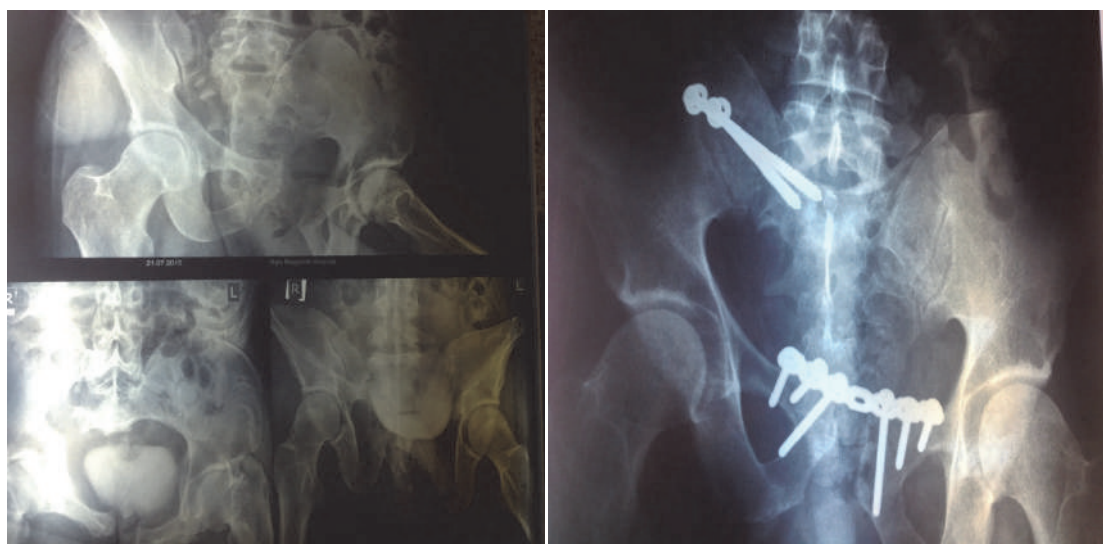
Фотокопії рентгенограм кісток таза пацієнта П., 29 років, історія хвороби № 103834 через 3 місяці після травми та після проведення внутрішнього МОС
